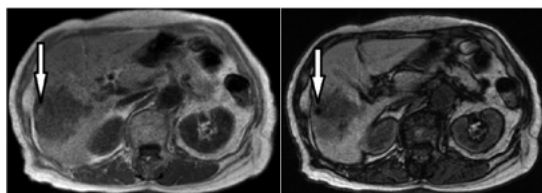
MRI chemical shift imaging
